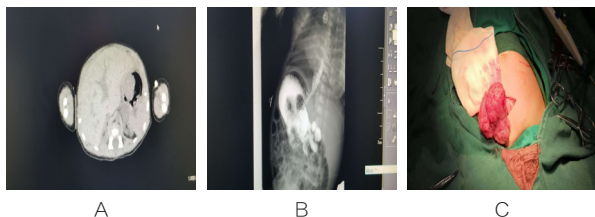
本例新生儿巨大胃息肉患儿术前 CT 及上消化道造影检查所示和术中所见
